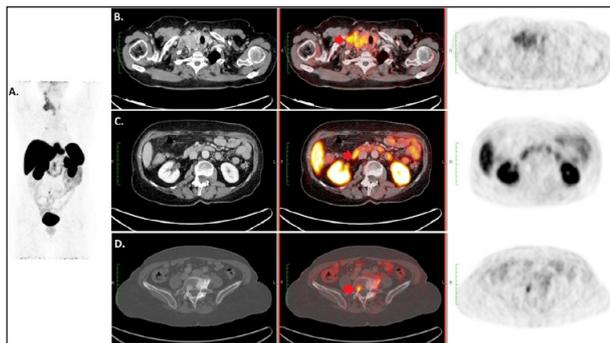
Paciente con fiebre, malestar general y pérdida de 6 kg en los dos últimos meses. Adenopatía cervical en la exploración, que en la biopsia es una metástasis de TNE bien diferenciado, de origen pulmonar. Se indica PET-TC con ^{68}Ga para buscar el tumor primario. (A.) Proyecciones de máxima intensidad (MIP) (B.) Se observan captaciones patológicas en adenopatías laterocervicales derechas y en mediastino con SUVmax de hasta 5,8; (C) leve captación de DOTATOC en proceso uncinado pancreático, que aunque podría ser fisiológica, en el contexto se sugiere correlacionar con otros métodos diagnósticos; (C) captación focal de DOTATOC en una lesión de atenuación mixta en cuerpo vertebral y pedículo derecho de L5 con SUVmax de 5,2 sospechoso de metástasis ósea. No hay captaciones que sugieran el origen del tumor primario por lo que se llega al diagnóstico de TNE de origen desconocido con receptores de somatostatina positivos, gracias a lo que será candidato a tratamiento con ^{177}Lu -Dotatate.
